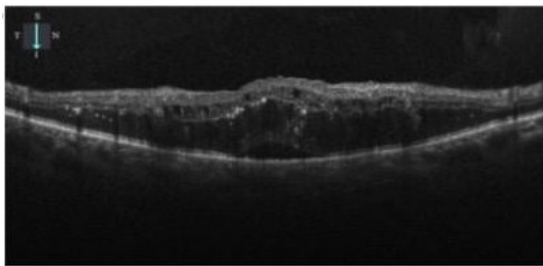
Edema Macular Diabético- imagem de Tomografia de Coerência Óptica (OCT) do olho direito antes da injeção de anti-VEGF.
